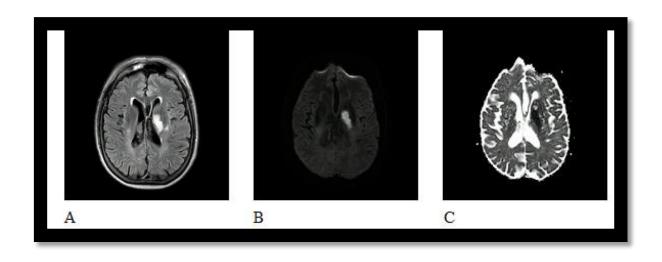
RMN cerebral. A) FLAIR. Lesión hiperintensa gangliobasal izquierda. B) DWI. Lesión hiperintensa con restricción de señal gangliobasal izquierda. C) ADC. Imagen de baja señal en mapa de ADC gangliobasal izquierda
